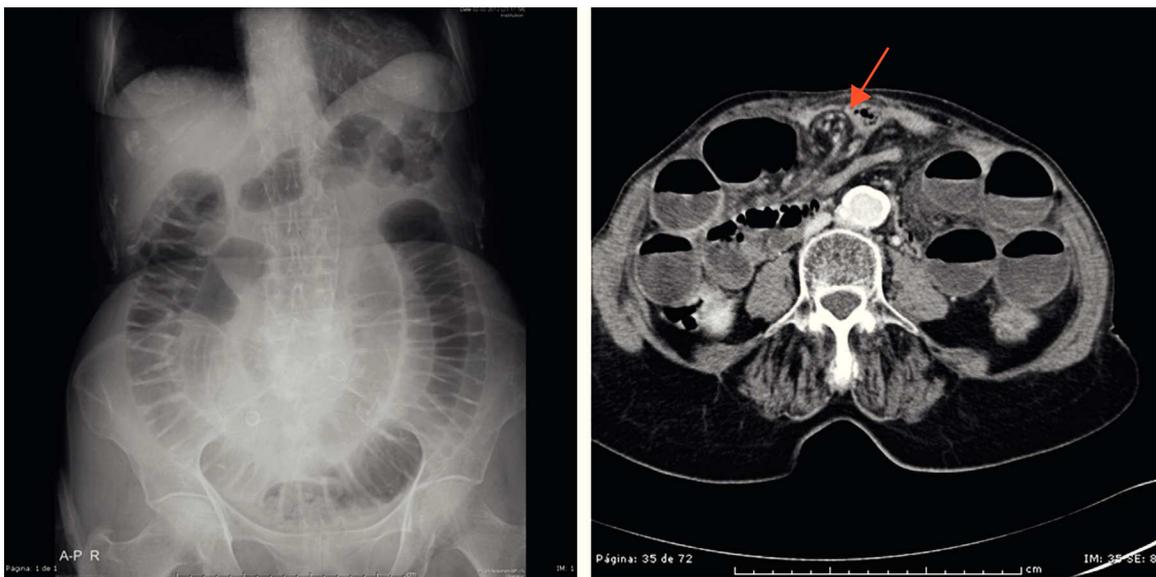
a) Radiología simple de abdomen: dilatación de las asas de intestino delgado con una llamativa disposición «en espiral». b) TC abdominal: imagen «en remolino» correspondiente a la torsión de los vasos mesentéricos (flecha roja).
